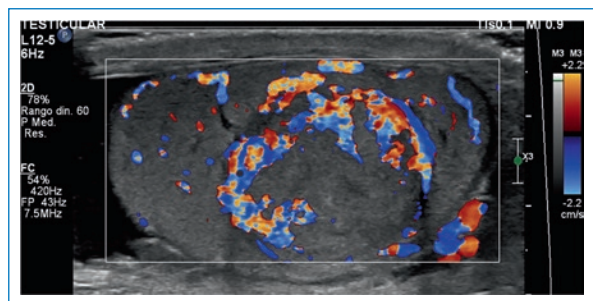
Ecografía Doppler que muestra un tumor sólido en el testículo derecho.
